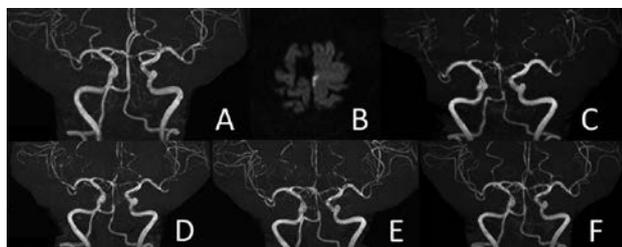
A: Preoperative magnetic resonance angiography (MRA). B: Diffusion-weighted imaging one day after surgery showed a high intensity lesion in the medial side of the left frontal lobe. C: MRA one day after surgery indicated diffuse cerebrovascular stenosis. D: MRA four day after surgery revealed the same finding of the cerebrovascular. E: On 6th day, cerebrovascular stenosis started to get improved. F: On thirteenth day, MRA suggested an improvement in the cerebrovascular stenosis.
